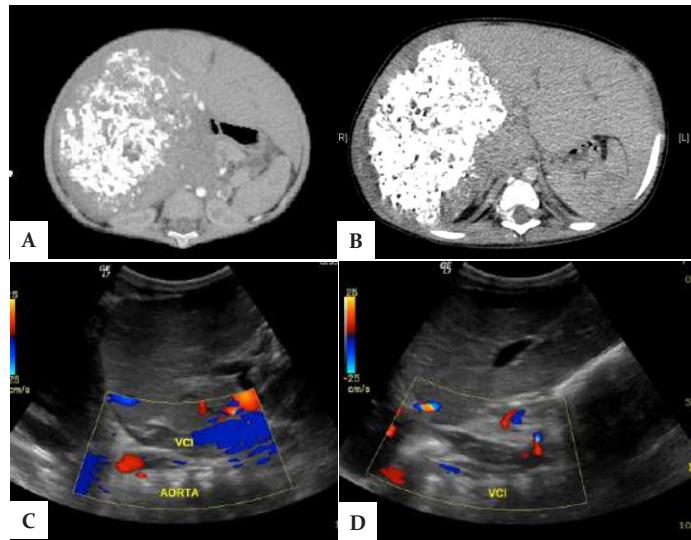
A) TC de abdomen contrastado que muestra una masa sólida en el lóbulo hepático derecho con importante contenido cálcico y captación heterogénea de material de contraste sugestiva de Hepatoblastoma, múltiples lesiones hipodensas en lóbulo hepático izquierdo con captación periférica de contraste sugerivas de enfermedad metastásica. B) TC de abdomen contrastado en el que se observa hepatoblastoma en lóbulo hepático derecho y lesiones metástásicas en bazo. C) US Doppler hepático que identifica la presencia de material ecogénico dentro de la Vena Cava Inferior que corresponde a un trombo en su interior.
